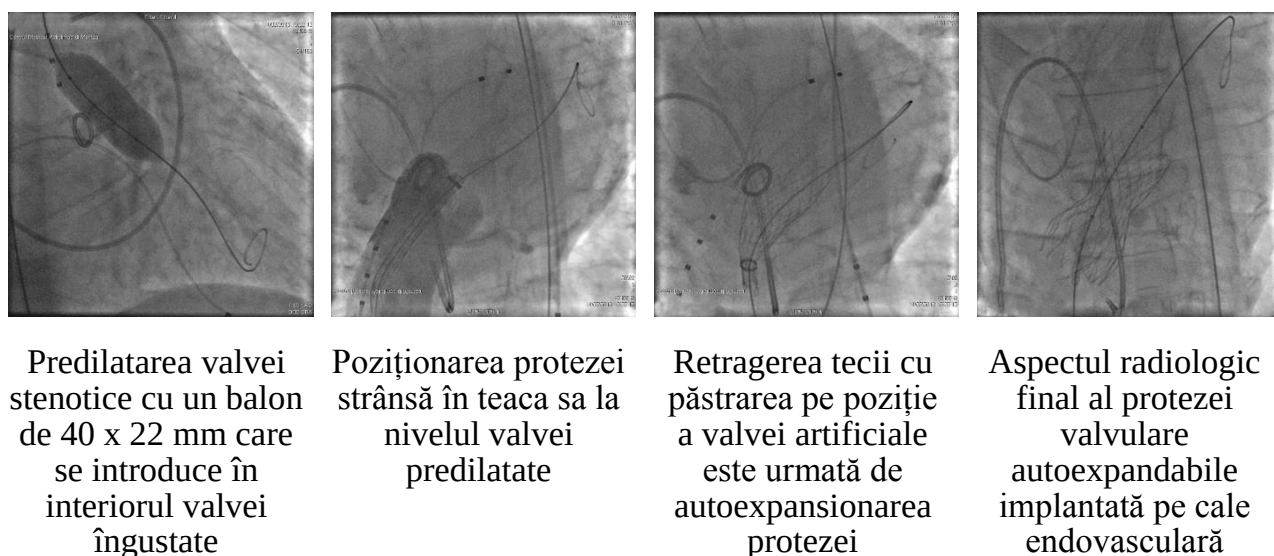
Vizualizarea radiografică a TAVI
